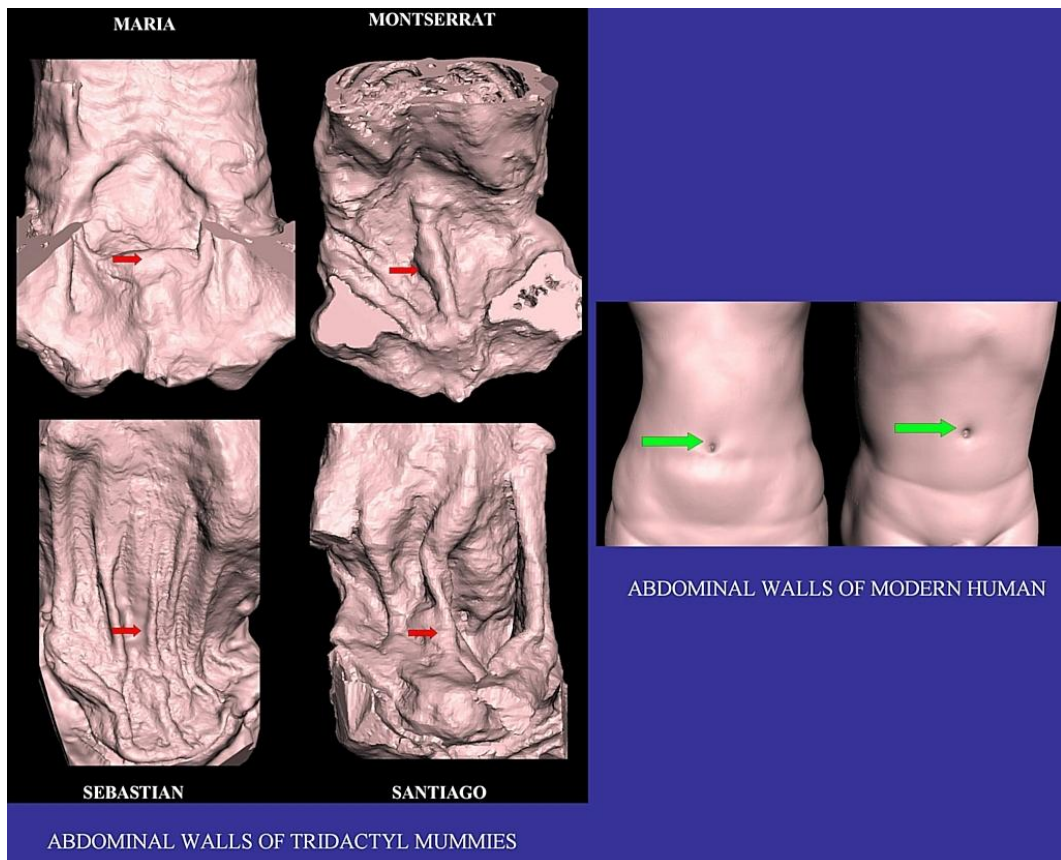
TC 3D de momias tridáctilas comparadas con un humano. Nótese el pliegue abdominal central prominente, con protrusión del pliegue y ausencia de ombligo (la posición esperada está indicada por flechas rojas) en los tridáctilos.
